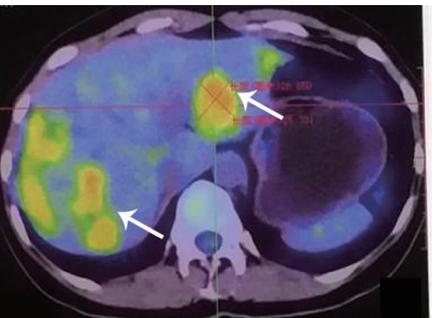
全身 PET-CT 肝脏见多发病灶呈葡萄糖代谢明显增高
